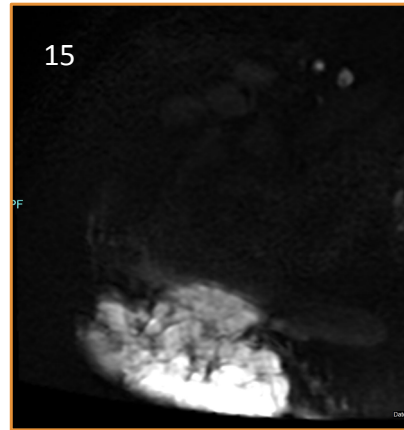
(DWI) y 16 (mapa ADC) donde se identifica una marcada restricción de la difusión de predominio en aquellas zonas donde la captación de contraste era mayor.
